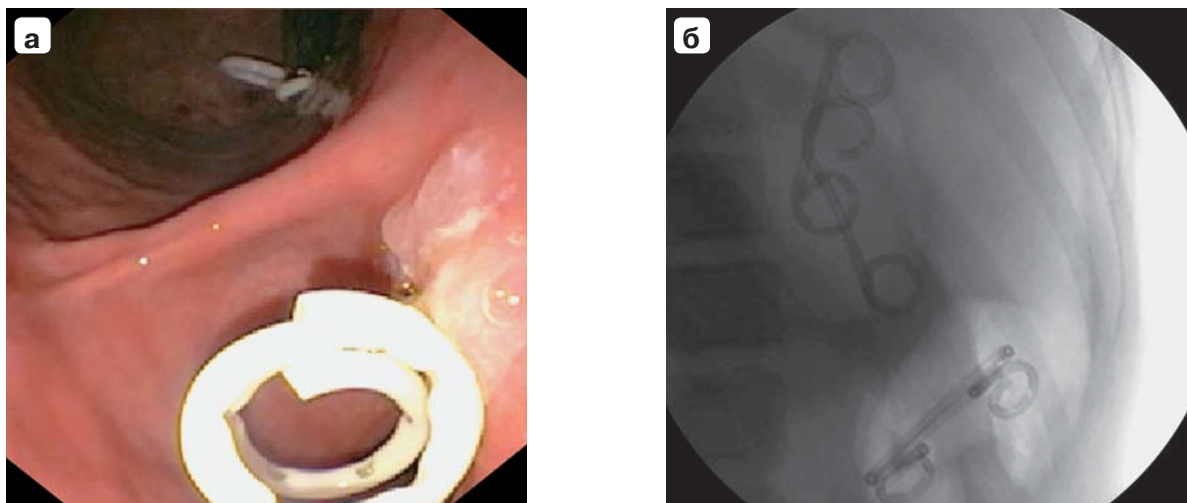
Цистогастростомия: а — эндоскопическое изображение; б — обзорная рентгенограмма. Видны 4 стента, дренирующие 2 псевдокисты.
